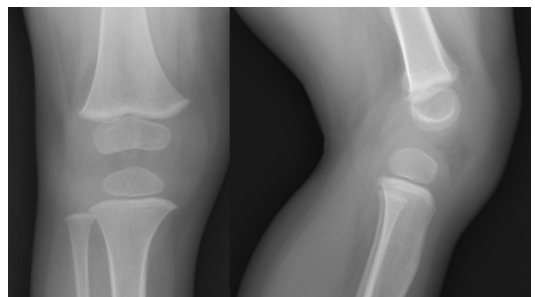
Radiografía anteroposterior y lateral de rodilla de un niño de 3 años, donde se evidencia escasas ondulaciones, recta en plano sagital.
